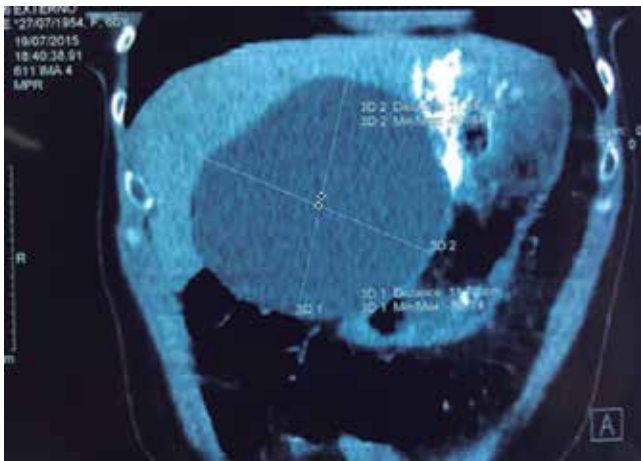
Gigot I. TAC de un quiste único en el pre- y postoperatorio.
